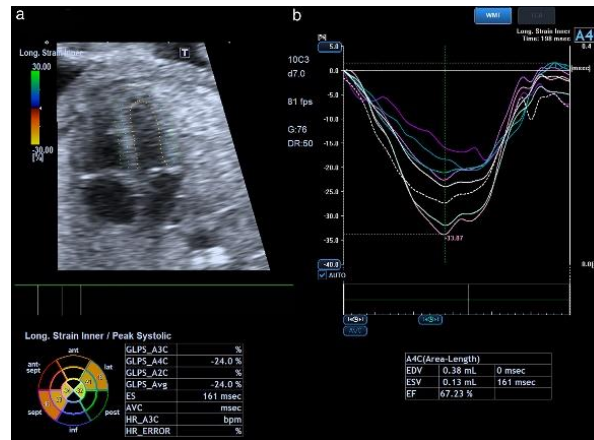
Doppler përcjellës i njollave (Speckle Tracking Doppler, STD)
